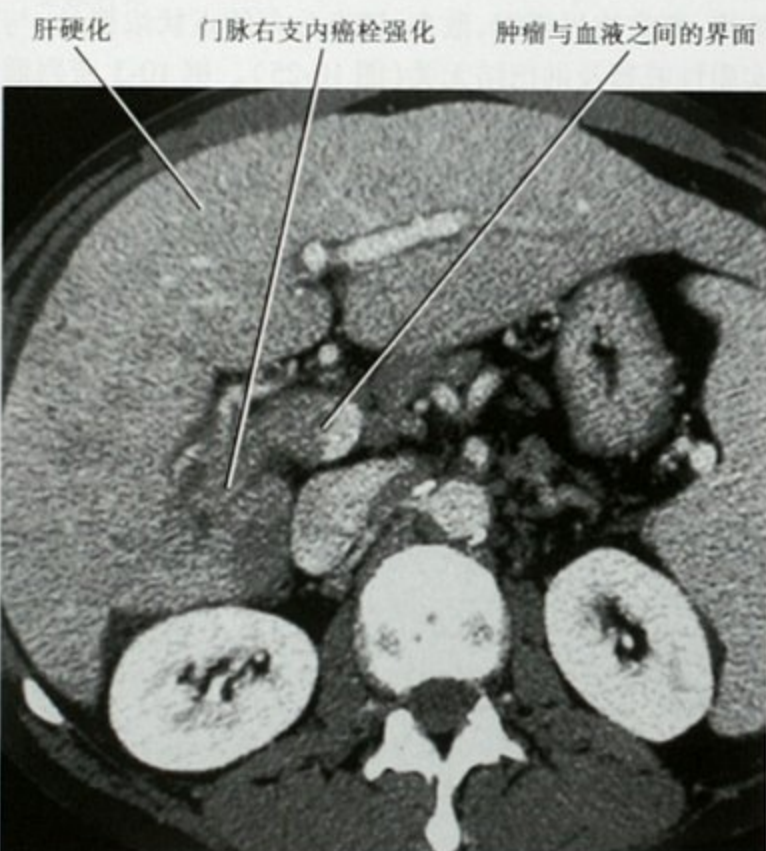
增强 CT 横断面显示肝癌侵犯门静脉
